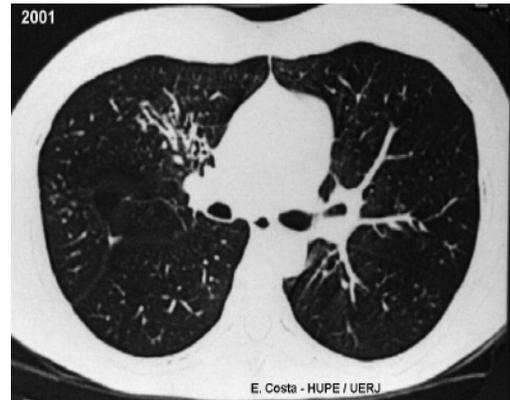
TC DE TÓRAX MOSTRANDO BRONQUIECTASIA CENTRAL EM FASE INICIAL NO LOBO SUPERIOR DIREITO (SETOR DE ALERGIA E IMUNOLOGIA - HUPE/UERJ).
